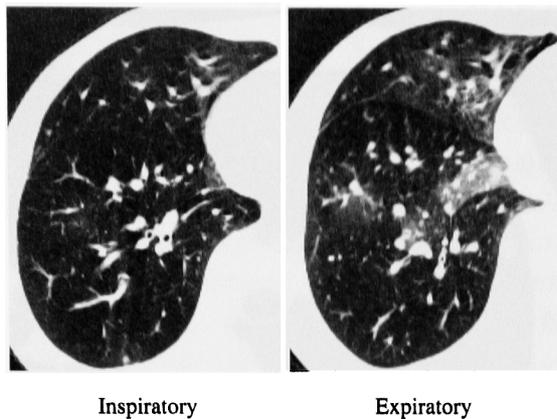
Inspiratory and expiratory high-resolution CT scans were performed and revealed a mosaic pattern on expiration more clearly, and the lucent regions of lung seen at inspiration remained lucent at expiration due to air trapping.
